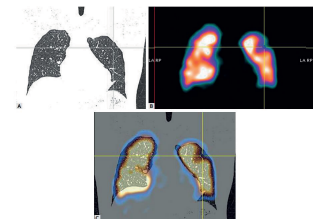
Cintilografia de perfusão pulmonar com SPECT/CT. (A) Corte coronal da tomografia de tórax com janela pulmonar sem alterações; (B) corte coronal do SPECT pulmonar com um defeito em cunha no segmento apicoposterior do pulmão esquerdo; (C) corte coronal da fusão pelo SPECT/CT evidenciando melhor o defeito no segmento apicoposterior do pulmão esquerdo característico de TEP.
